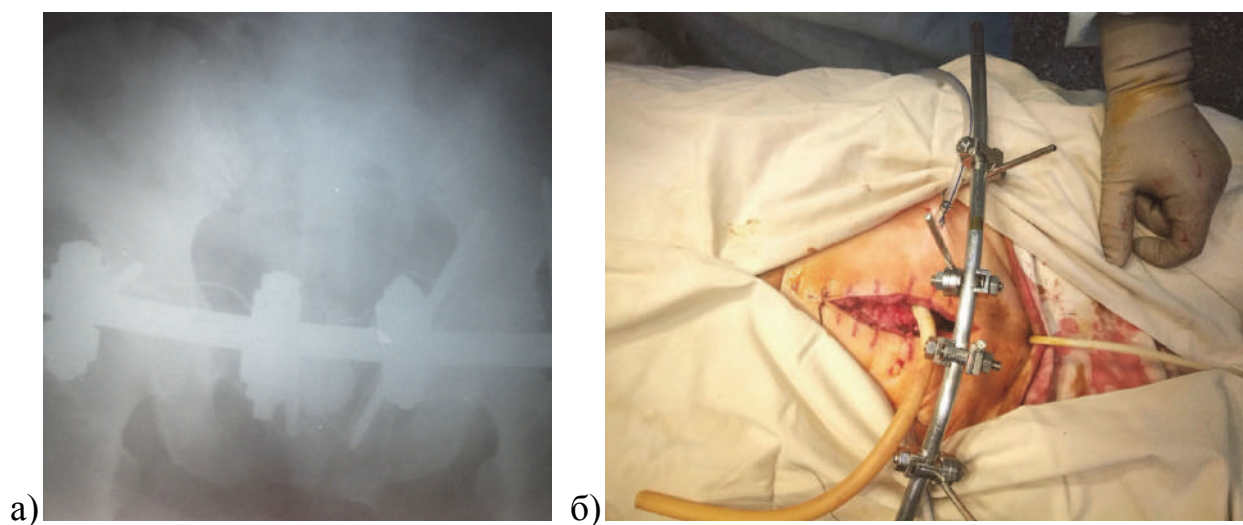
а) фотокопія рентгенограми кісток таза після проведеного МОС переломів кісток таза у пацієнтки М., історія хвороби № 219; б) загальний вигляд операційної рани і АЗФ
